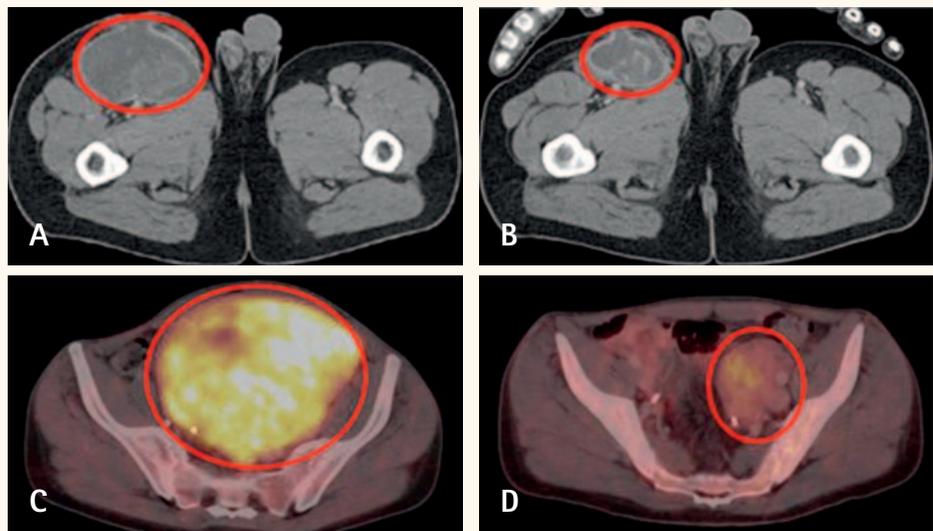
Behandlungsergebnisse nach präoperativer Chemotherapie kombiniert mit Regionaler Hyperthermie (RHT). A. Alveoläres Weichteilsarkom am rechten Oberschenkel – CT vor Behandlung. B. CT nach 4 Zyklen Adriamycin/Ifosfamid (AI) 60/9 plus RHT. C. Rundzelliges Weichteilsarkom im Becken – PET-CT vor Behandlung. D. PET-CT nach drei Zyklen AI 60/9 plus RHT.
